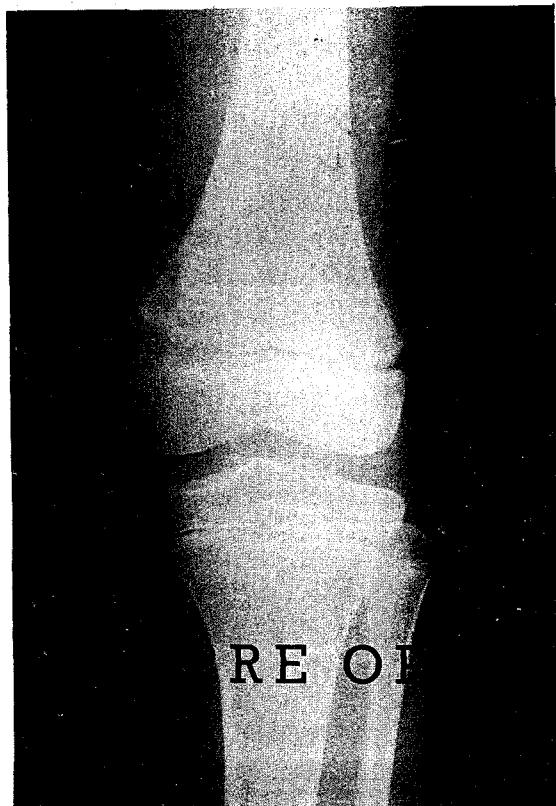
Radiograph shows an ill-defined osteolytic lesion on the medial aspect of metaphyseal area of distal femur.
